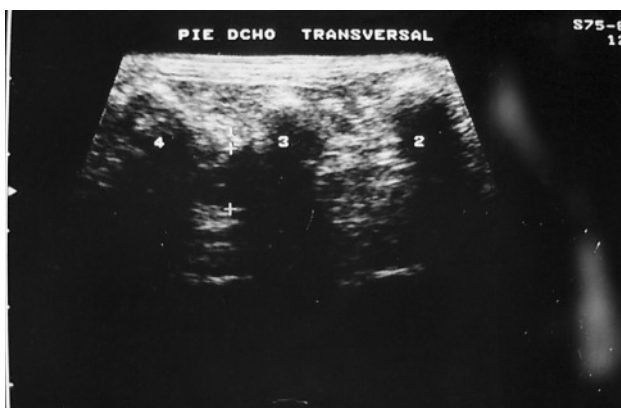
Ecografía de un neuroma de Morton de gran tamaño: nódulo hipocogénico, de morfología ovalada, localizado en el tercer espacio intermetatarsiano, marcado por los dos signos (+). Compárese con la imagen del segundo espacio, en el que no existe neuroma.
